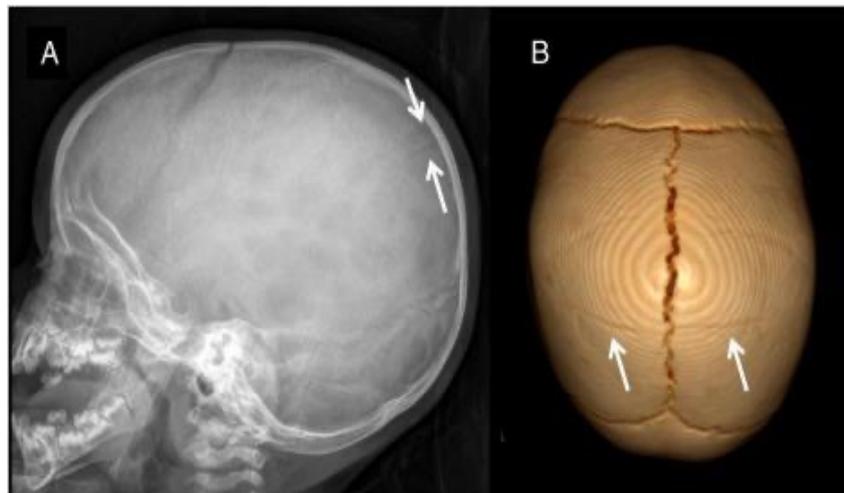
A. Radiografía de cráneo. Se evidencia una lesión lineal sobre la región parietal. B. Tomografía con reconstrucción en 3D. Se observa lesión lineal en ambos parietales. Fuente: Amorosa M; Díaz F; García D. Manual CTO. 2018. (2).
